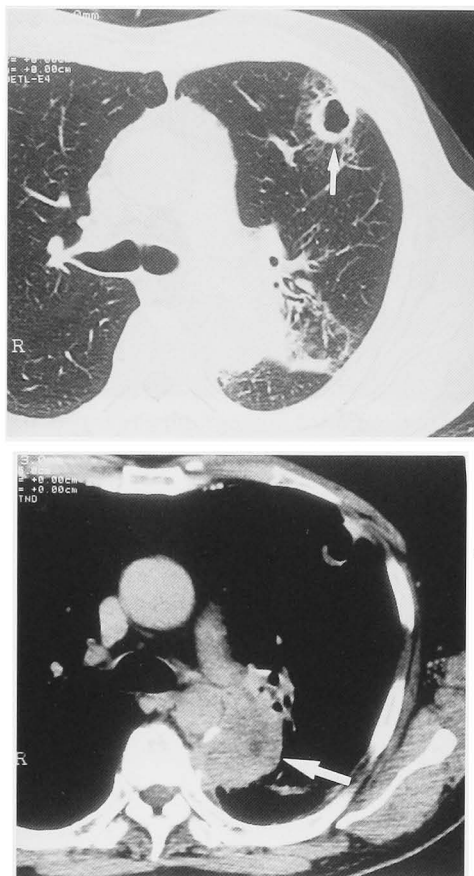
Chest computed tomography revealed lung metastasis in the ventral segment of upper lobe (S3) and mass adjacent to the aorta.
